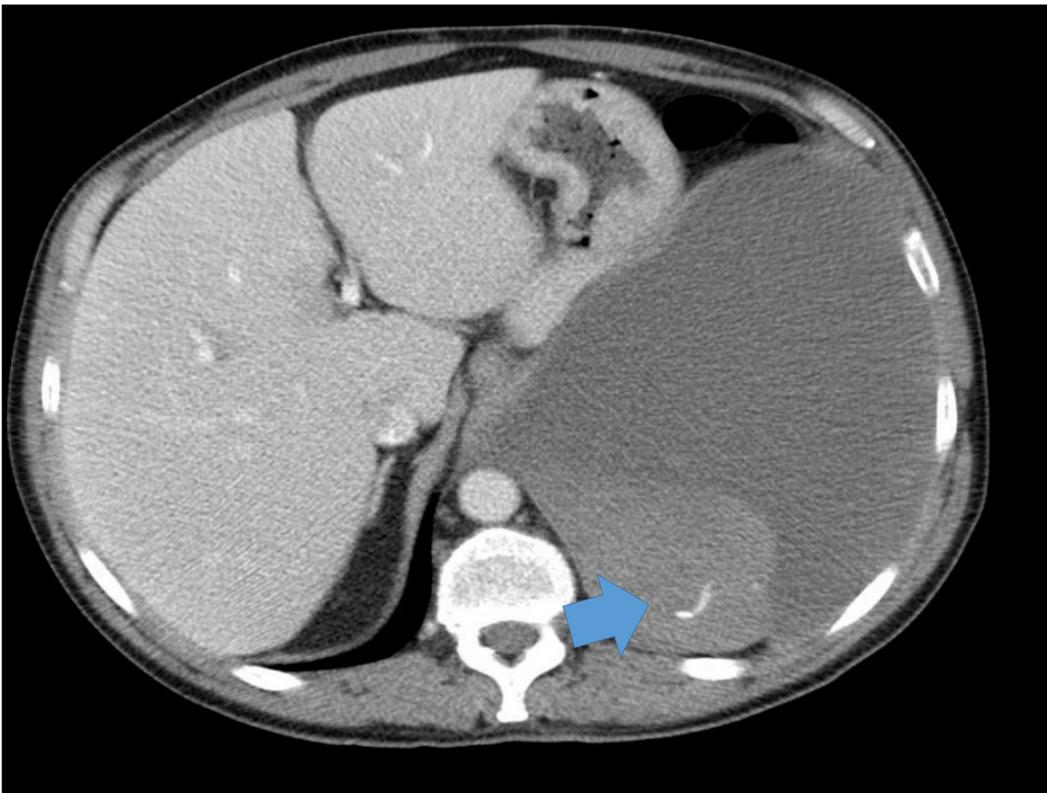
TC axial donde se visualiza derrame pleura hiperdenso con extravasación de contraste en relación con hemotórax con sangrado activo.
